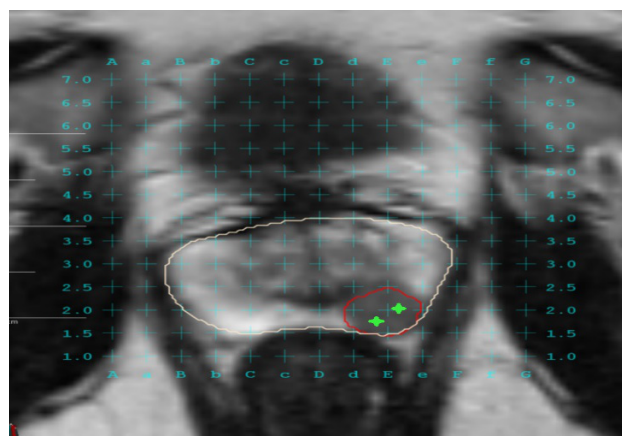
МРТ изображение с наложенными контурами предстательной железы (бежевый), подозрительного очага (красный) и таргетными биоптатами (зелёный)
